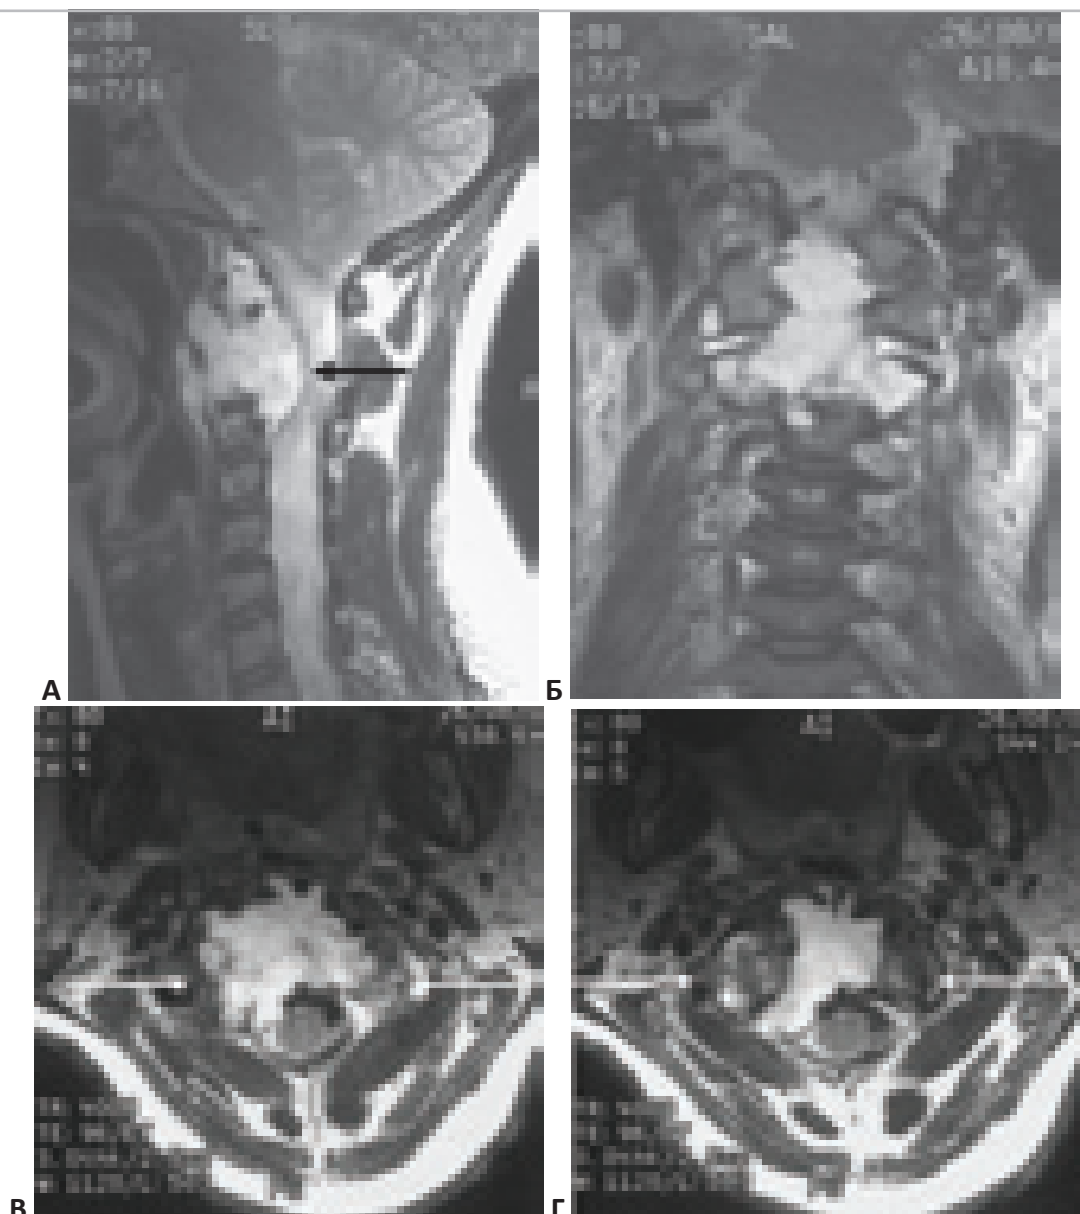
МРТ-изображения больной с хордомой основания черепа, распространяющаяся на C1-C2 позвонки. Объемное образование разрушающее тела C1 и C2-позвонков, распространяющееся до середины ската, грубо сдавливающее каудальные отделы ствола мозга. “А” – грубая компрессия дурального мешка и спинного мозга на уровне C1-C2 (чёрная стрелка). “Б” – деструкция опухолью зубовидного отростка C2-позвонка. “В”, “Г” – деструкция опухолью верхней суставной поверхности C2-позвонка и латеральных масс C1-позвонка (белые стрелки).
